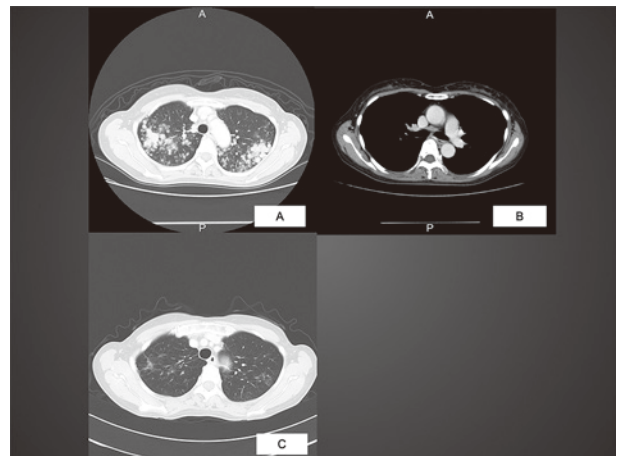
A：CTでは上葉有意の多発結節影を認めた。B：明らかな縦隔リンパ節の腫大は認めない。C：治療後（R-CHOP療法8コース終了後）
